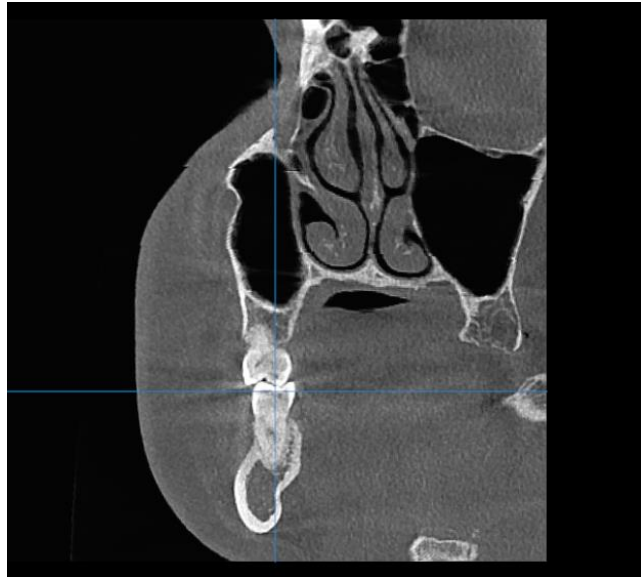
Vista coronal de CBCT que muestra el corte adecuado del segundo molar inferior; lado derecho.
